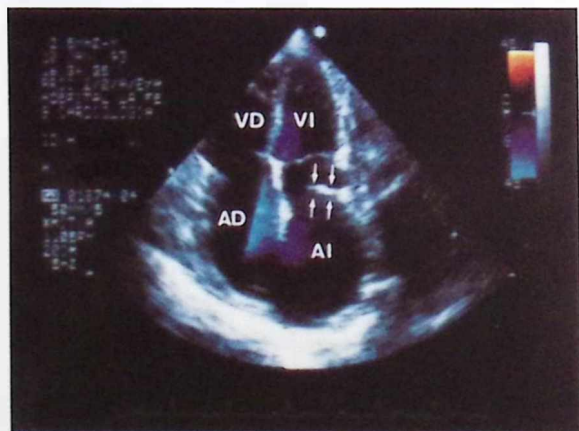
Ecocardiogramas bidimensionales mostrando un plano apical de 4 cavidades. Se aprecia (flechas) una zona ecorrefringente a nivel de la aurícula izquierda correspondiendo a la anastomosis auricular. Abreviaturas: AI: aurícula izquierda. Resto como figuras anteriores.
